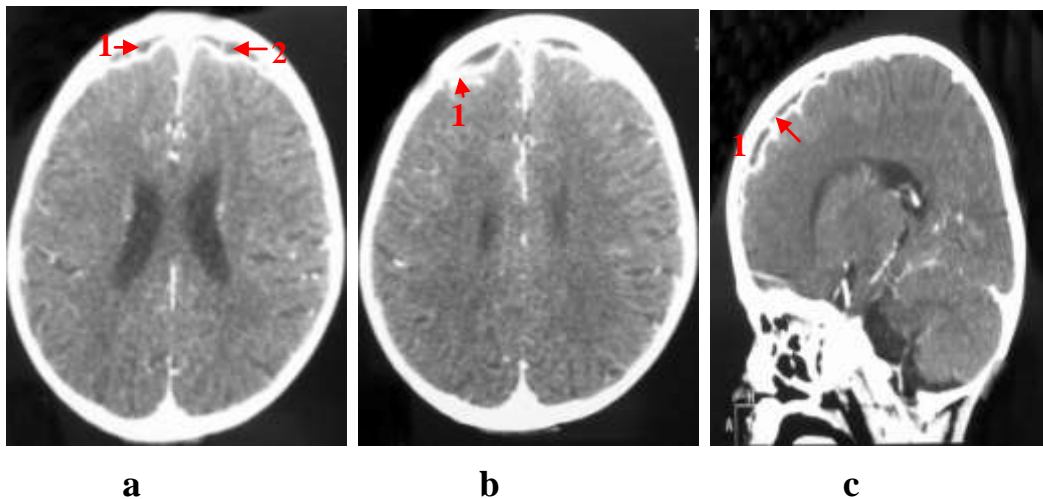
Empyème sous dural à la TDM avec injection
